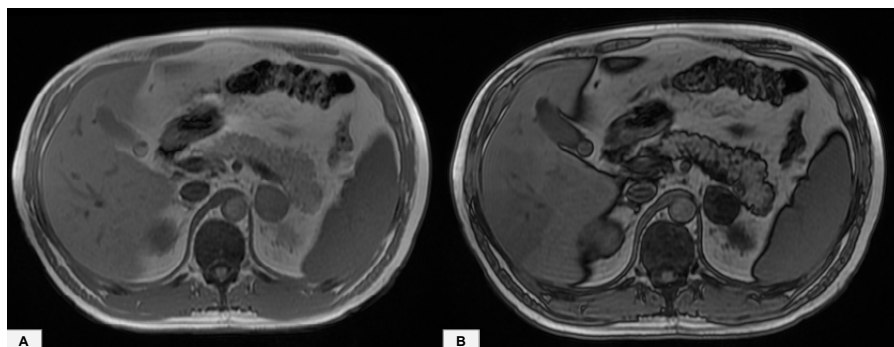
Imagens axiais de RM ponderada em T1 evidenciam um nódulo na adrenal esquerda, com queda de sinal na sequência “fora de fase” (B), em comparação com sequência “em fase”, indicando componente de gordura intracelular, o que sugere o diagnóstico de um adenoma de adrenal.
